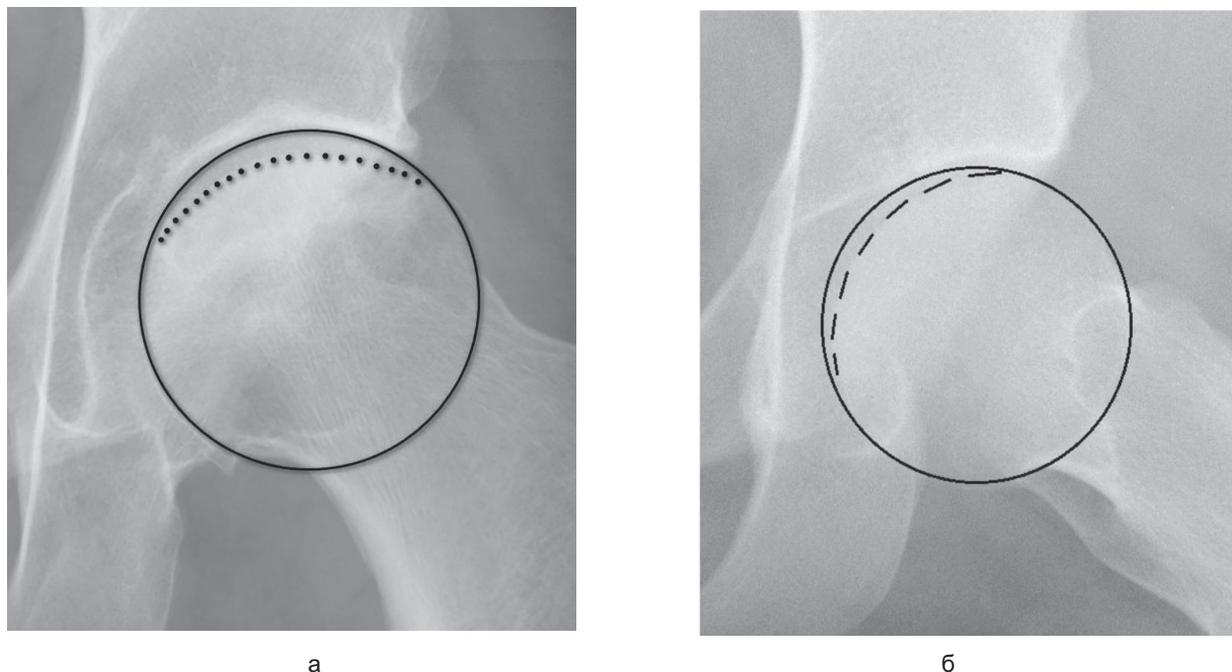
Рентгенограммы тазобедренного сустава при остеонекрозе головки бедренной кости. Нарушение сферичности головки, коллапс более 2 мм; сплошной линией обозначен воображаемый контур сферы, пунктиром — контур колабированной головки
